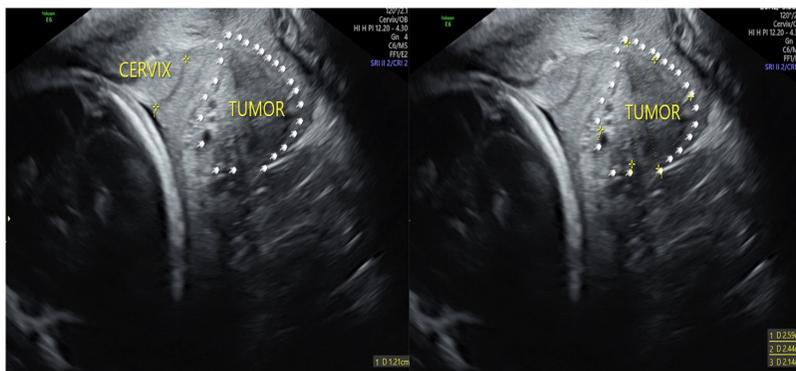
Ultrasonido transvaginal con LC de 12 mm, con tumoración cervical dependiente de labio posterior, de 2.5x2.4x2.1 cm.
